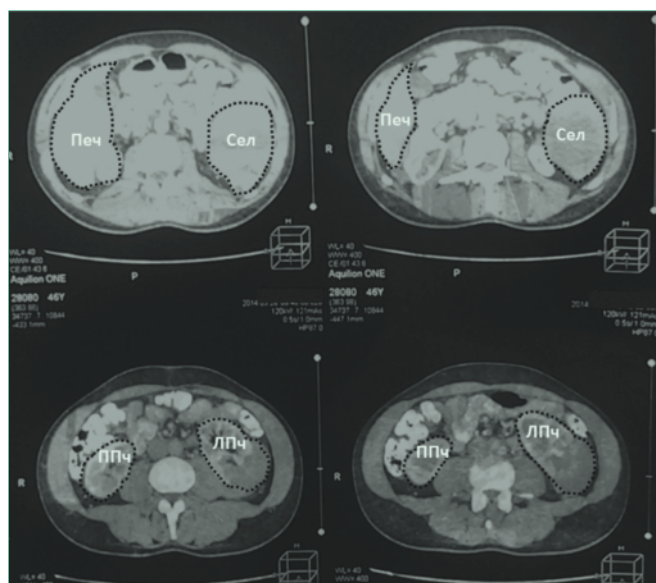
Компьютерная томография органов брюшной полости пациента
